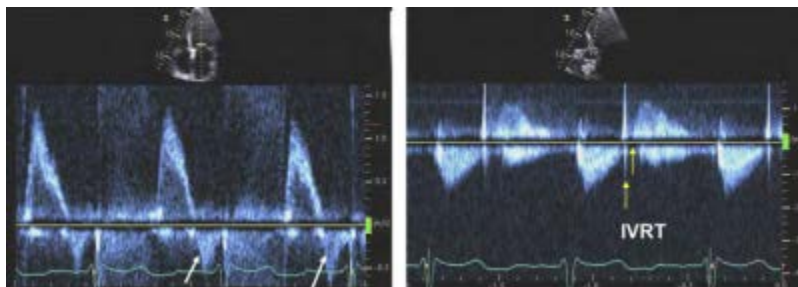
Dòng van hai lá (hình trên trái: Doppler xung qua van hai lá với cửa sổ đặt tại vòng van; hình trên phải: Doppler xung qua van hai lá với cửa sổ đặt tại đầu van hai lá) trên bệnh nhân ghép tim khác được tạo nhịp thất và giảm chức năng tâm thu, tâm trương thất trái nặng (hình dưới: giảm đáng kể sóng e' vách với vận tốc là 2-3cm/giây). Ghi nhận có sự ngắn lại của thời gian giảm tốc của vận tốc sóng E van hai lá (< 150 mili giây), rút ngắn độ dài dòng tâm trương với sự kết thúc sớm của dòng chảy. Đó cũng là hở van hai lá tâm trương (mũi tên). Tất cả các ghi nhận trên làm gia tăng đáng kể áp lực đổ đầy thất trái bao gồm cả áp lực thất trái cuối kỳ tâm trương.
